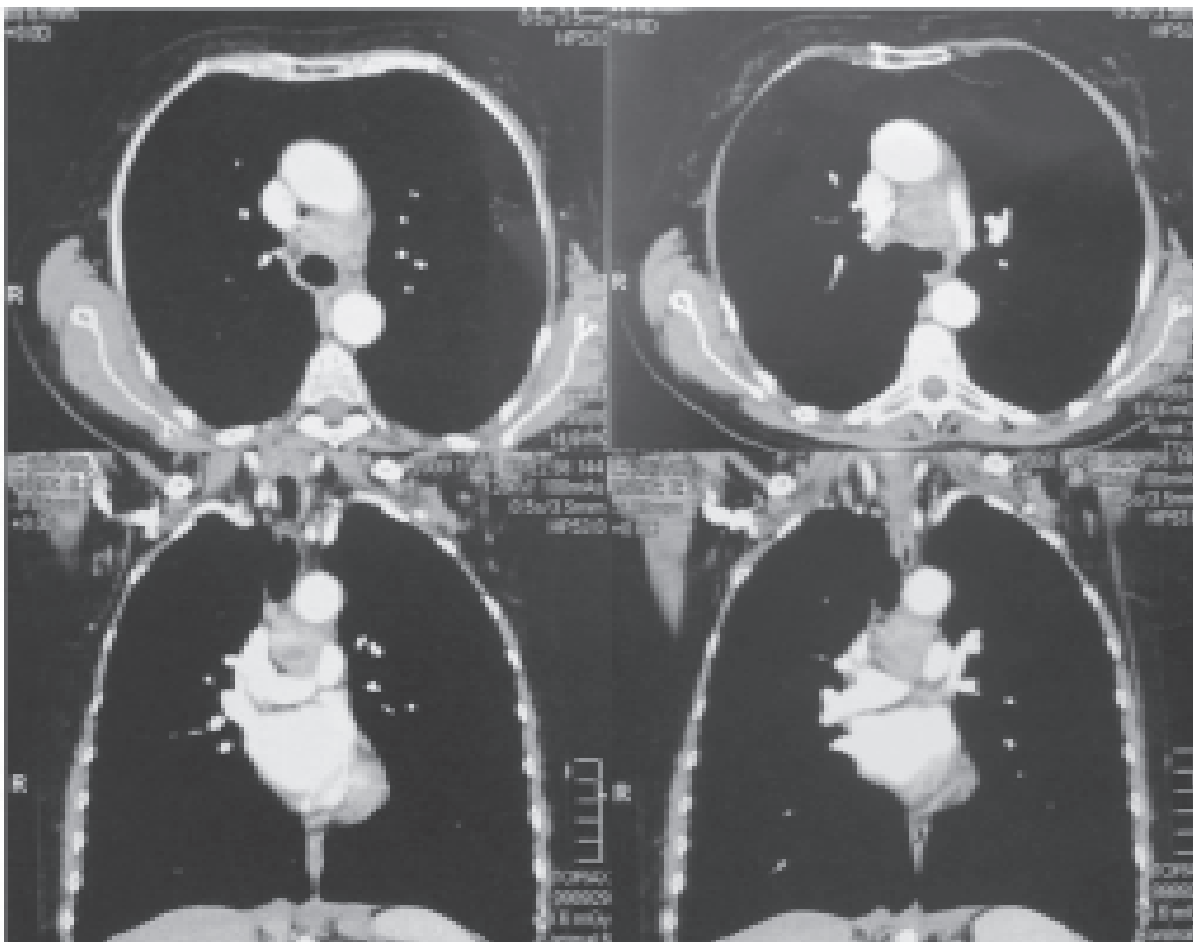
Tomografía computarizada de tóraxse evidencia masa de 3 cm en mediastino medio, anterior a la tráquea, superior a la arteria pulmonar derecha, invadiendo la ventana aortopulmonar
